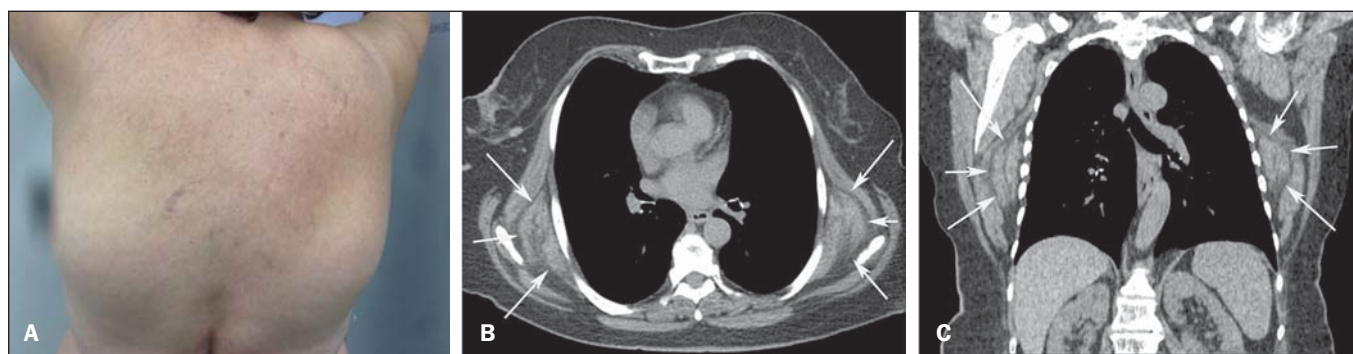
A: Fotografia da região dorsal da paciente mostrando o aspecto de tumores infraescapulares. B,C: Tomografia computadorizada com cortes axial (A) e coronal (B) mostrando as massas bilaterais, simétricas, na região infraescapular (setas).
